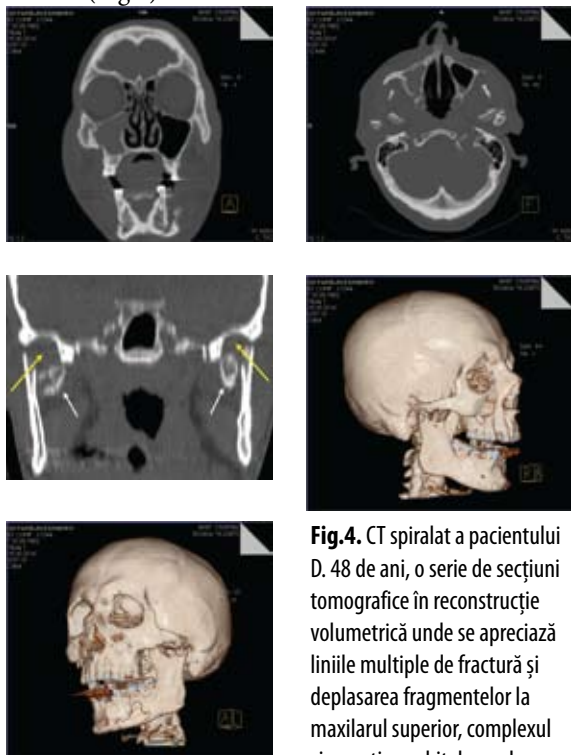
CT spiralat a pacientului D. 48 de ani, o serie de secțiuni tomografice în reconstrucție volumetrică unde se apreciază liniile multiple de fractură și deplasarea fragmentelor la maxilarul superior, complexul zigomatico-orbital, oasele nazale, mandibula.
